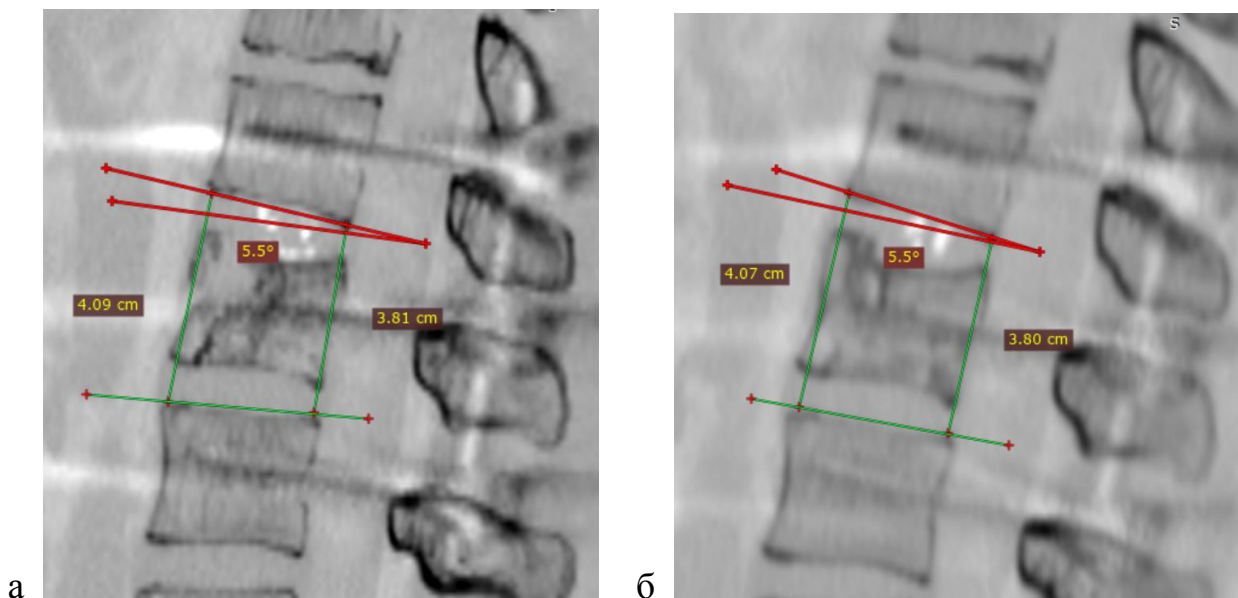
Контрольное СКТ-исследование пациента Б. в сагиттальной проекции: а – через год после операции; б – через 2,5 года после операции
